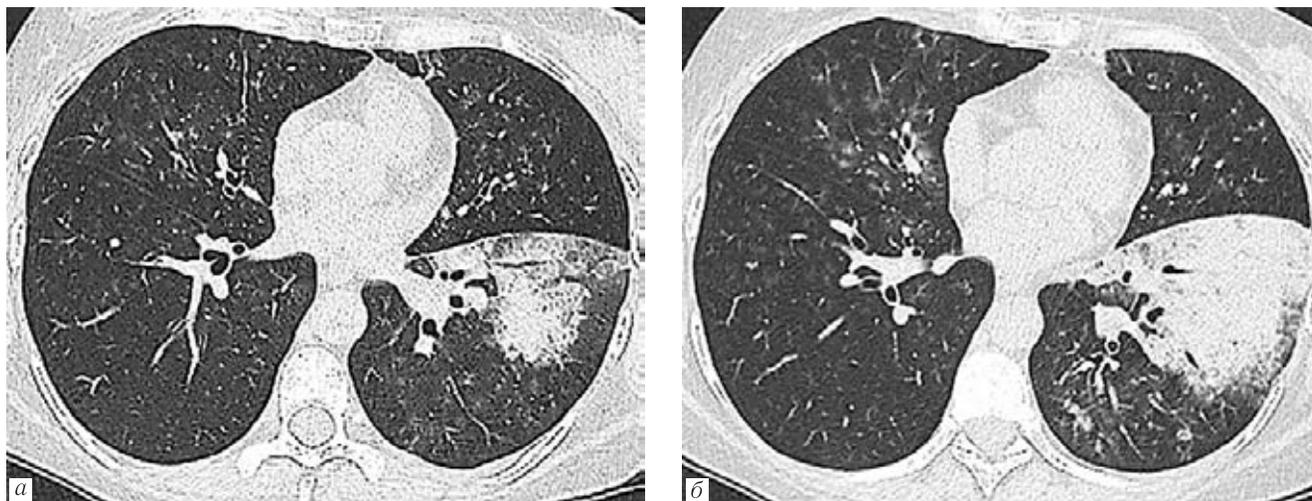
МСКТ ОГК больной Т., 42 года. Диагноз: ВИЧ-инфекция, 4Б стадия, COVID-19, через 7 дней от начала заболевания, признаки коронавирусной инфекции, tbc и бактериальной пневмонии слева в нижней доле (а, б)
